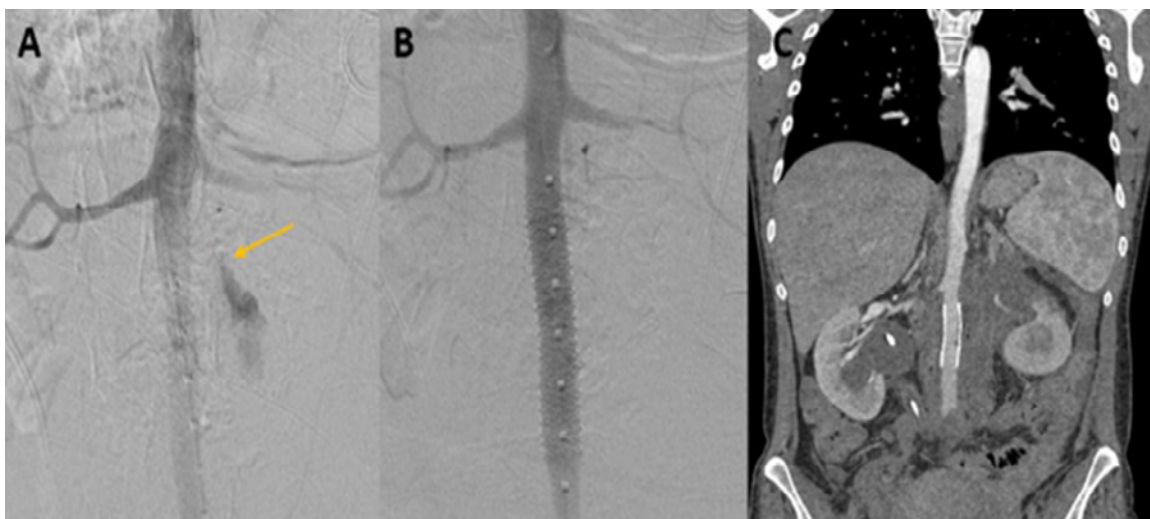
A: Angiography shows active bleeding (arrow) in the infrarenal aorta; B and C: Endovascular repair and control intravenous contrast CT four months after.
